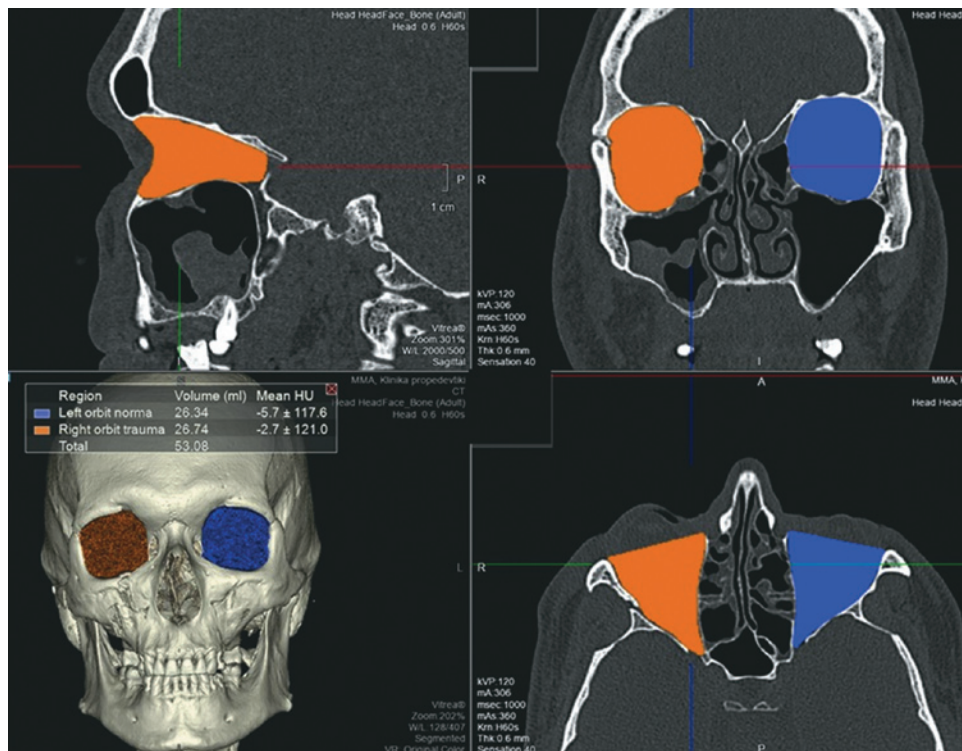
МСКТ, средняя зона лица, костный режим. Измерение объёмов орбит после травмы на рабочей станции. При подсчёте объёмов повреждённой и здоровой орбит у данного пациента разница объёмов в течение 48 часов после травмы составила 0,4 мл
